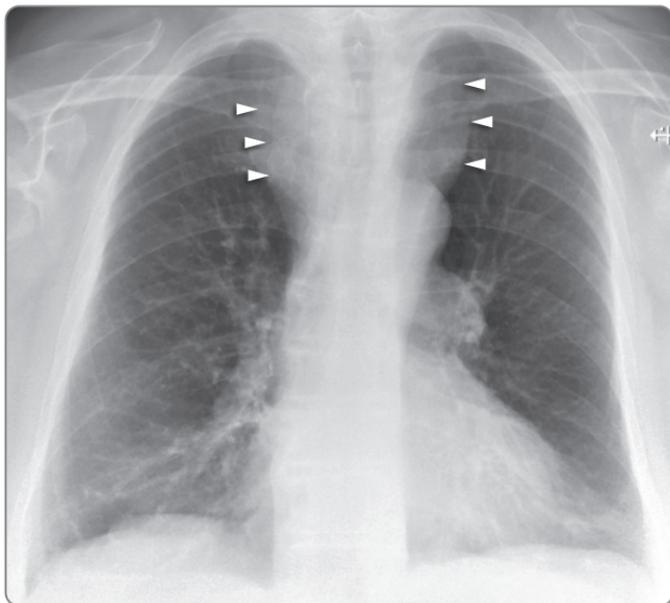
Рентгенограмма органов грудной клетки. Крупный загридинный зоб, выдающийся по обе стороны от грудины, визуализируется как затемнение в верхнем средостении, которое не определяется над ключицами (указан стрелками)
